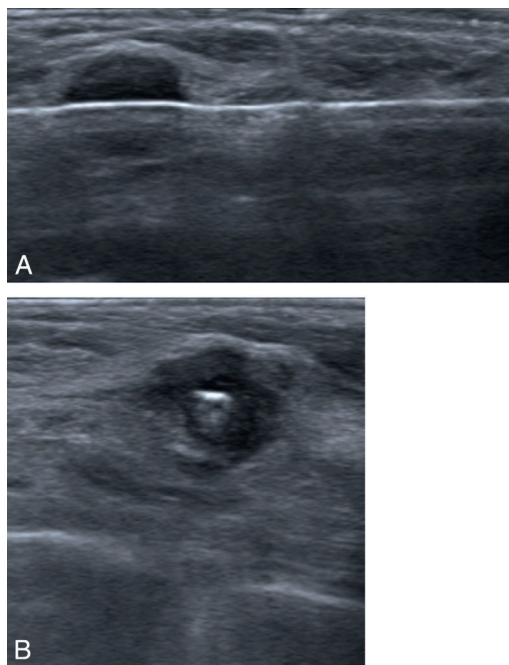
Validation de la balistique sous échographie.
